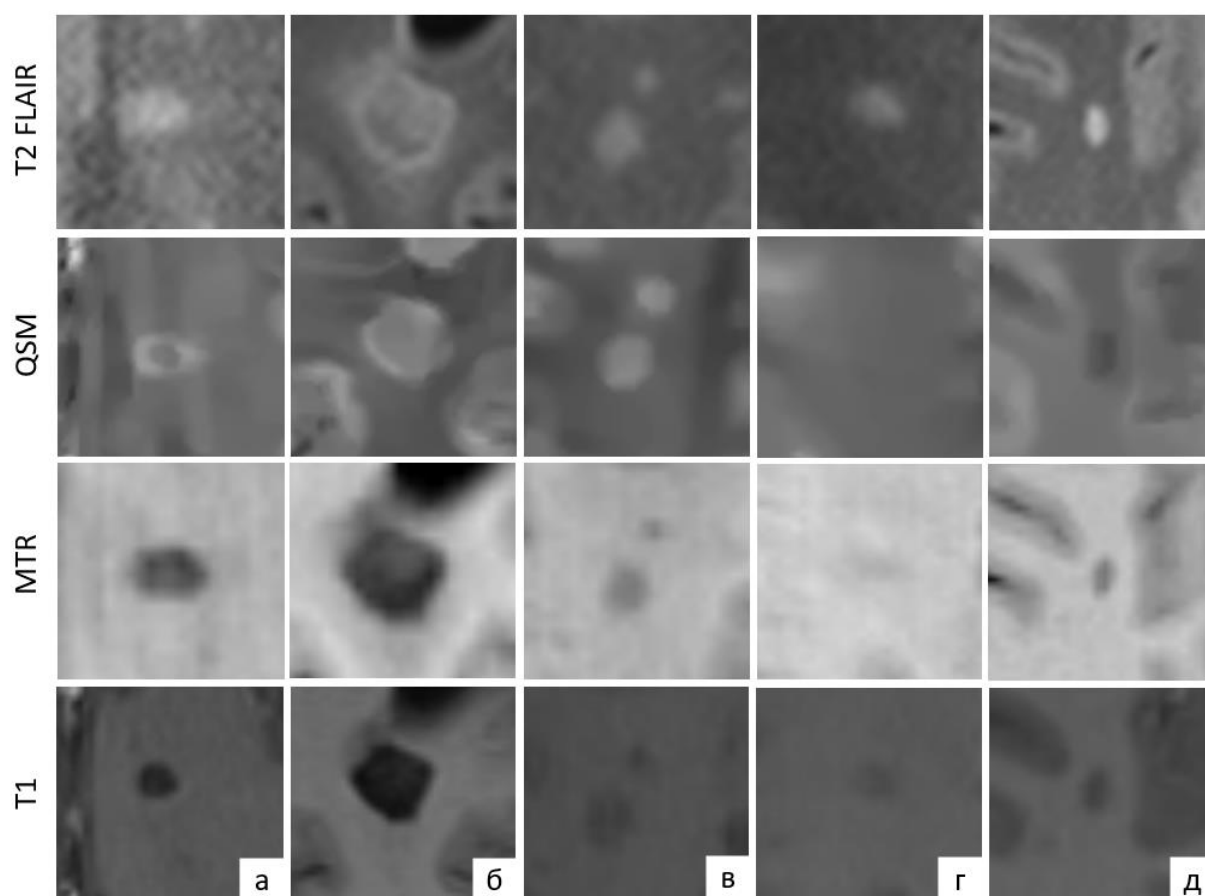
Различные паттерны визуализации очагов демиелинизации в режиме T2 FLAIR (верхний ряд), на картах QSM (второй ряд сверху), на картах MTR (второй ряд снизу), в режиме T1 без КВ (нижний ряд).
